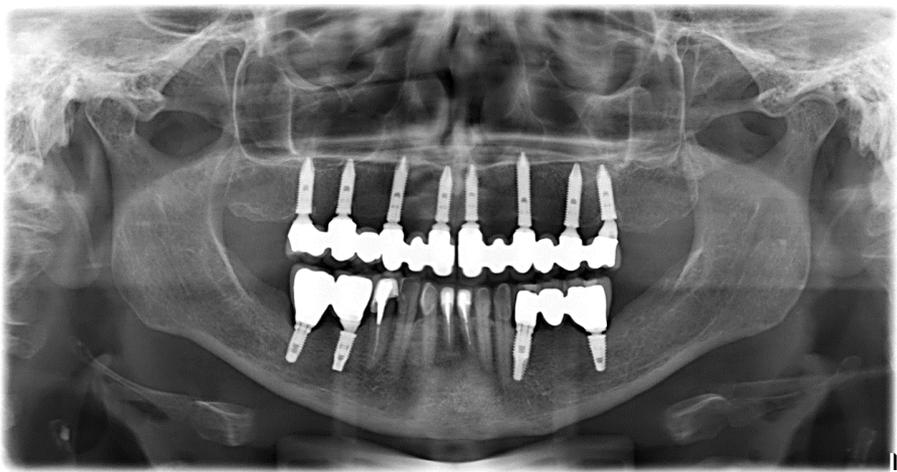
Radiografía panorámica paciente 2.
